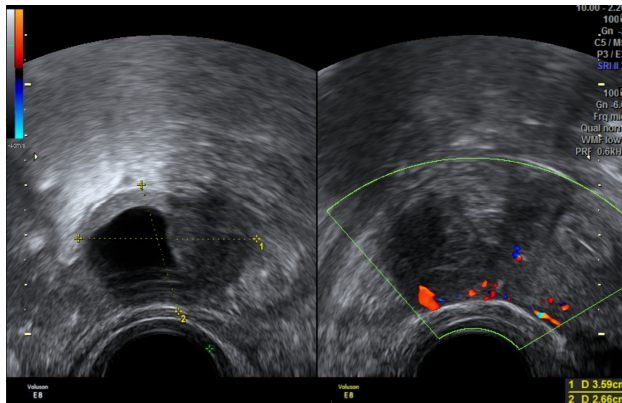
Nódulo solido-quístico de 3.59x2.66 cm con captación doppler periférica
